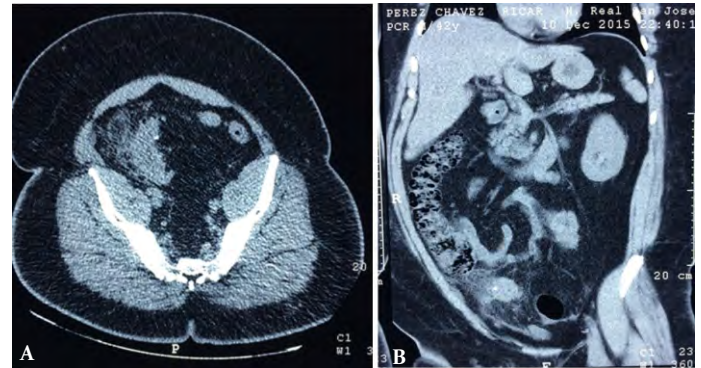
Tomografía axial computarizada del paciente: A. Área Hiperdensa (Plastrón) a nivel de fosa iliaca derecha con la presencia de calcificación sugestivo de apendicitis aguda. B. En el corte sagital se observa incremento de la densidad grasa con calcificación a nivel de fosa iliaca derecha sugestivo de plastrón.
